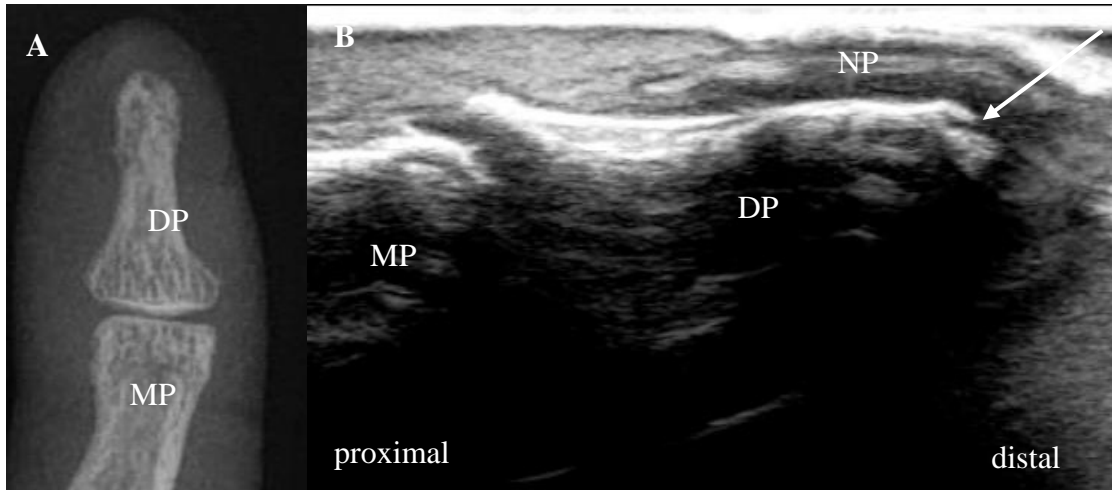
Endglied des 5. Fingers der rechten Hand in der Röntgen- und Ultraschalldiagnostik
